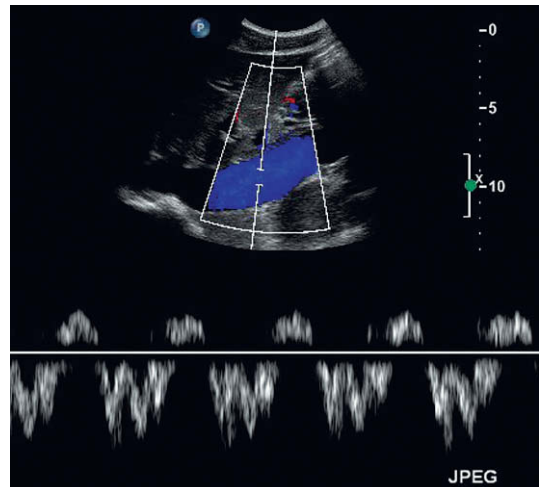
Vena cava inferior en la parte superior del abdomen mostrando las variaciones de flujo que se producen con la respiración y la actividad cardíaca; los diversos componentes del registro Doppler en la vena cava inferior y en las venas hepáticas se describen con detalle en el capítulo 7 y en la figura 7.12.
